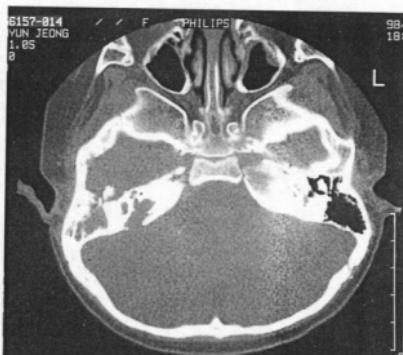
Axial and coronal image of CT scan shows bony destruction of anterior wall and tegmen of tympanic cavity, petrous bone. Soft tissue density replaces petrous apex, mastoid antrum, and tympanic cavity but otic capsule and ossicles are intact.
